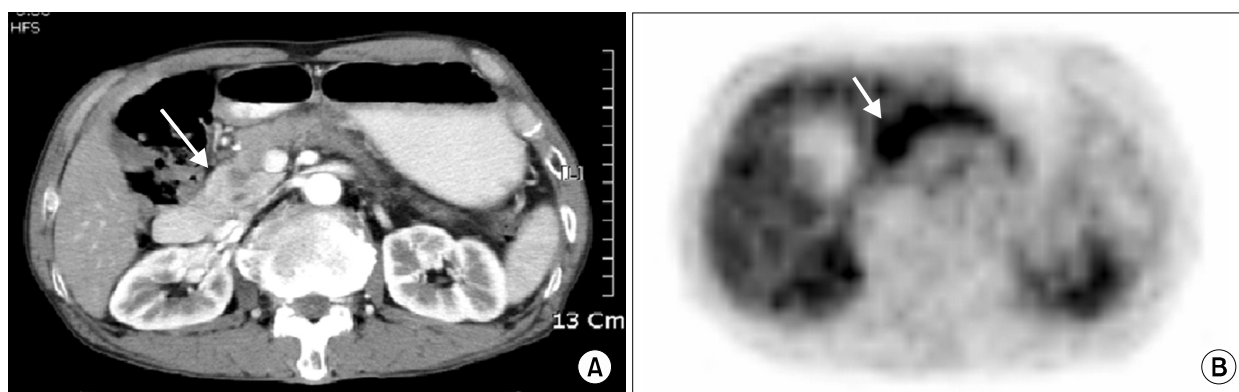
(A) Abdomen-pelvic CT showed an about 8 mm-sized nodule (arrow) in pancreas head with mildly dilated pancreatic duct. (B) ^{18}F -FDG-PET scan revealed diffuse and nodular hypermetabolic lesion (arrow) in pancreas.
